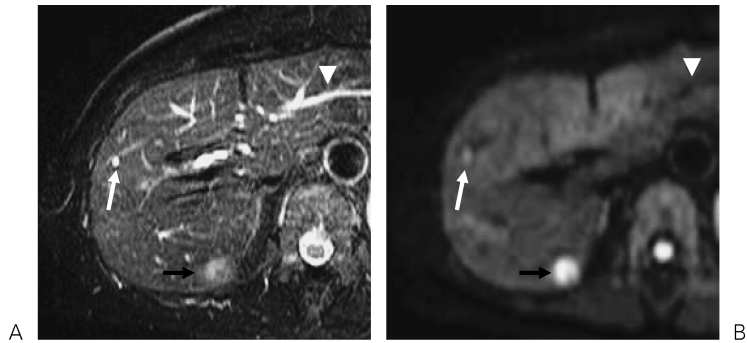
(A) T₂-TSE and (B) DWI obtained in a 59-year old man with a hepatic metastasis due to colorectal cancer in S7 (black arrow) and a small cyst in S8 (white arrow). The metastatic tumor shows clearly higher signal on SENSE-DWI than on T₂WI. On the other hand, the cyst demonstrates less intense signal on SENSE-DWI as comparison with that on T₂-TSE. The intrahepatic vessels turn dark on SENSE-DWI, differently from those on T₂-TSE (arrowhead).
